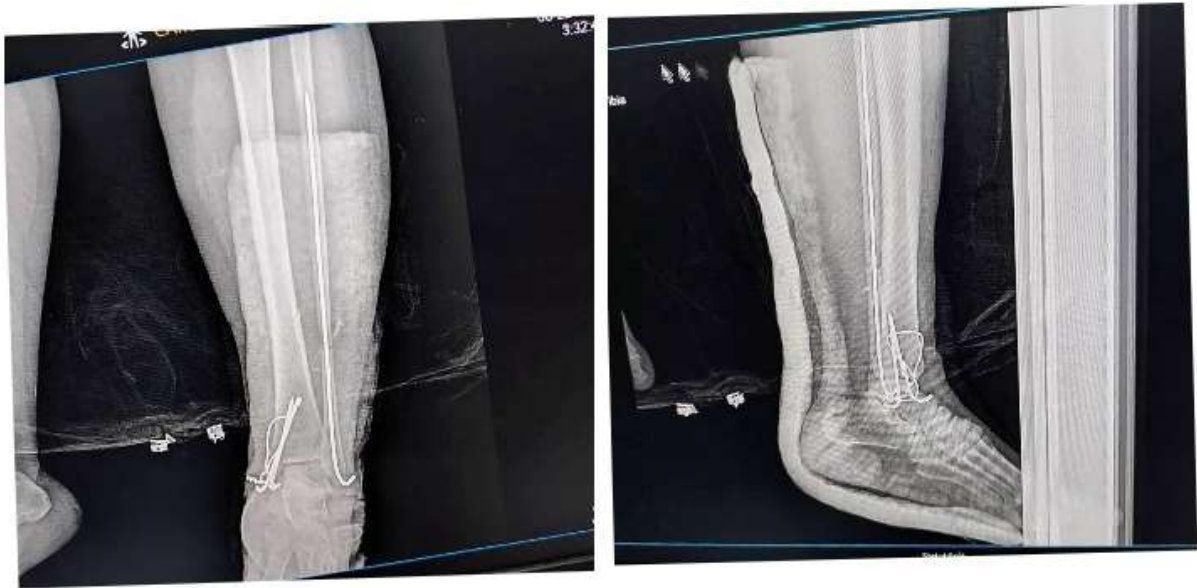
Radiographie de l'ostéosynthèse par embrochage et haubanage
